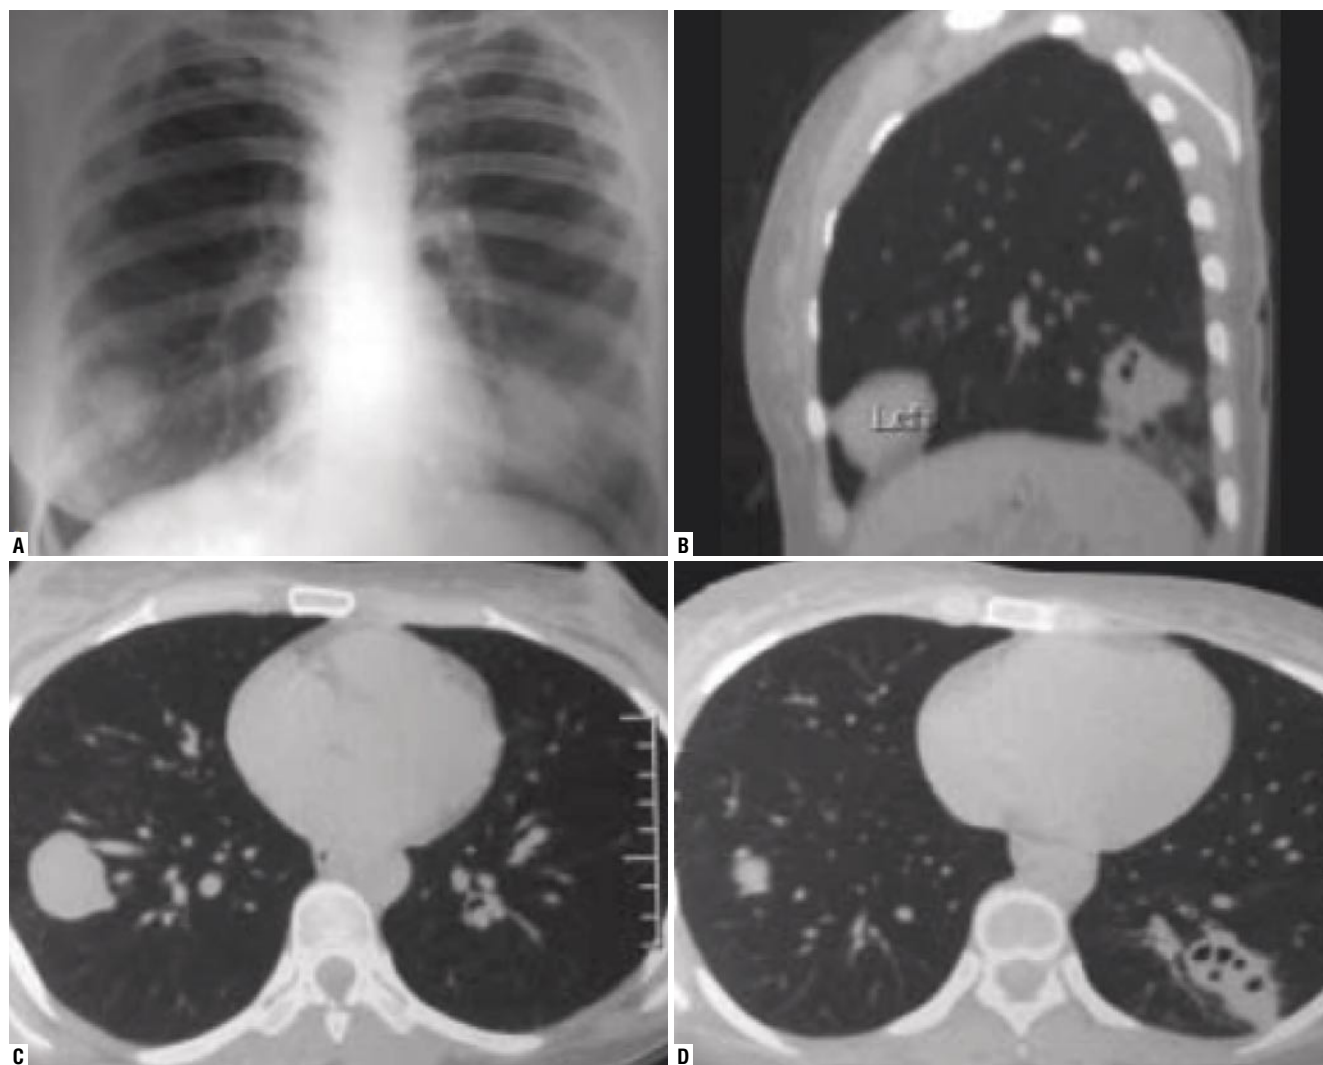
X-ray examination of the patient Ch. A — radiograph in direct projection; B, C, D — computed tomograms before surgery.
